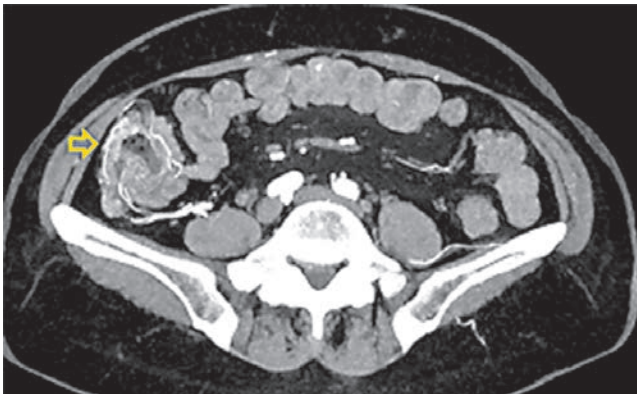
Computed tomogram. 3D VRT algorithm. Arterial phase. A network of pathological vessels in the wall of the ileum (yellow arrow). Great vessels supplying angiodysplasia (blue and red arrows)
